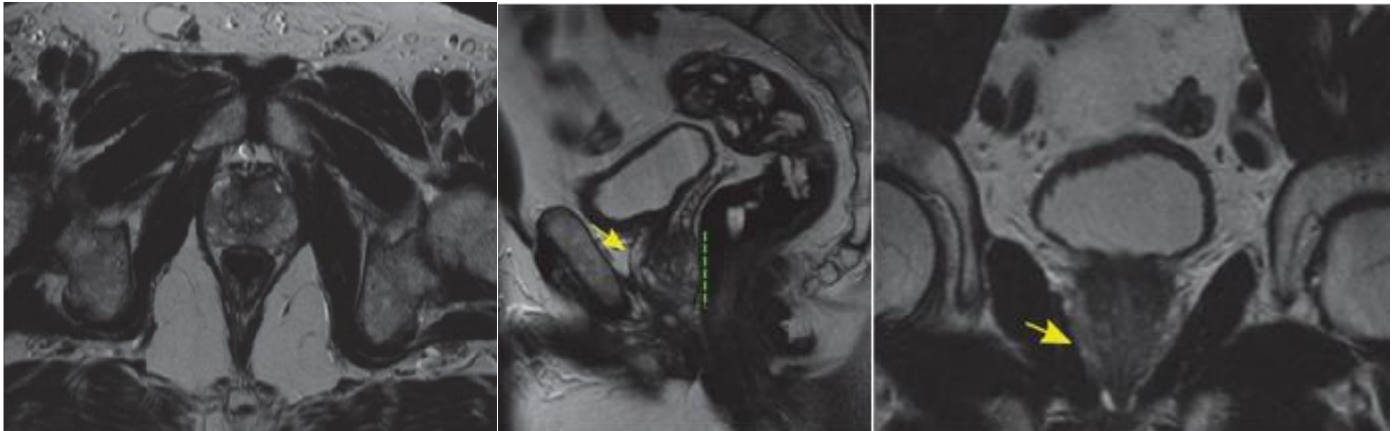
Plans d'acquisition des images IRM de prostate. Acquisition en T2-pondérée (T2-w) turbo-spin-écho, réalisées sur un patient de 63 ans présentant 3 foyers malins. La position de la prostate est indiquée par une flèche jaune. (A) Acquisition selon le plan de référence axial ; (B) acquisition selon le plan sagittal (paroi rectale marquée par les pointillés verts) ; (C) acquisition selon le plan coronal
